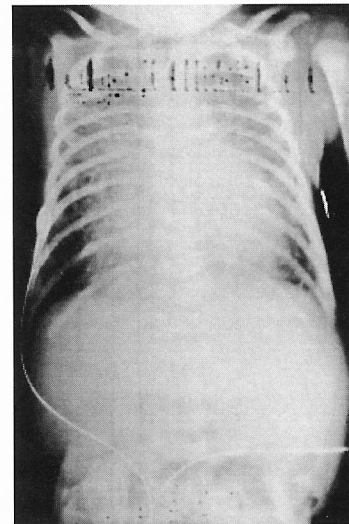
Radiografia de tórax PA: congestão pulmonar bilateral marcada e ausência de cardiomegalia.
